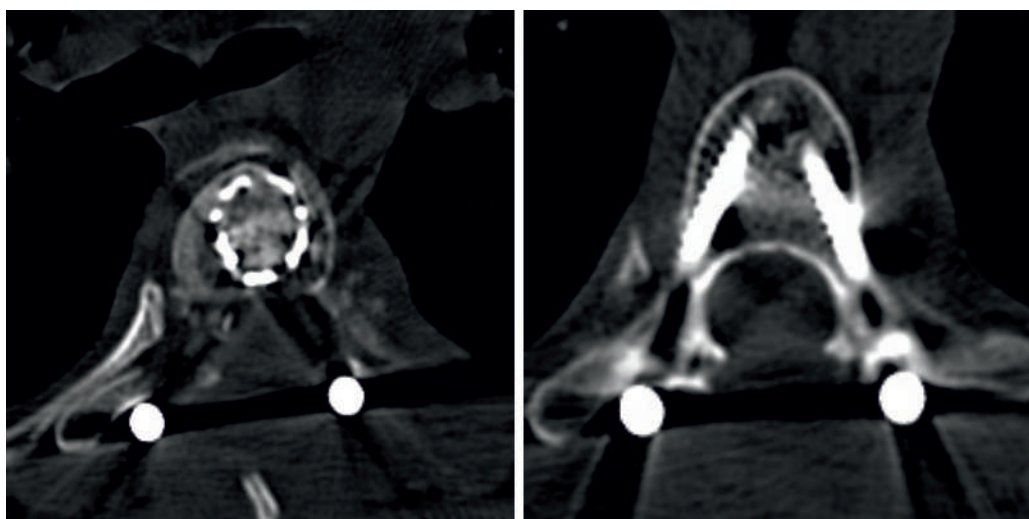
СКТ грудного отдела позвоночника пациентки В., 30 лет после операции на 10-е сутки. Стояние кейджа и транспедикулярной конструкции стабильное и удовлетворительное, декомпрессия спинномозгового канала в достаточном объеме
